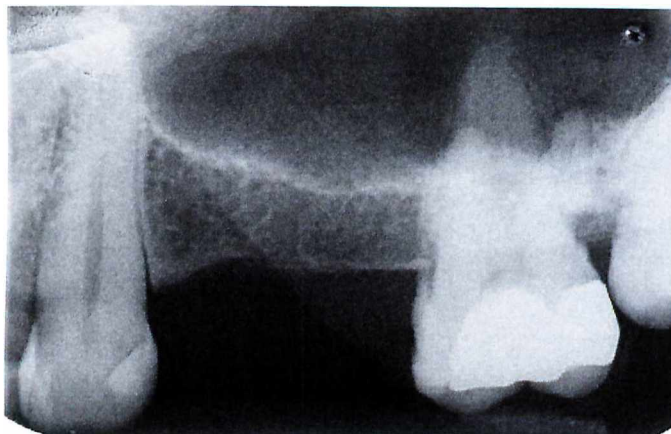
Radiografia da região posterior da maxila antes da cirurgia de levantamento do soalho de seio maxilar.
